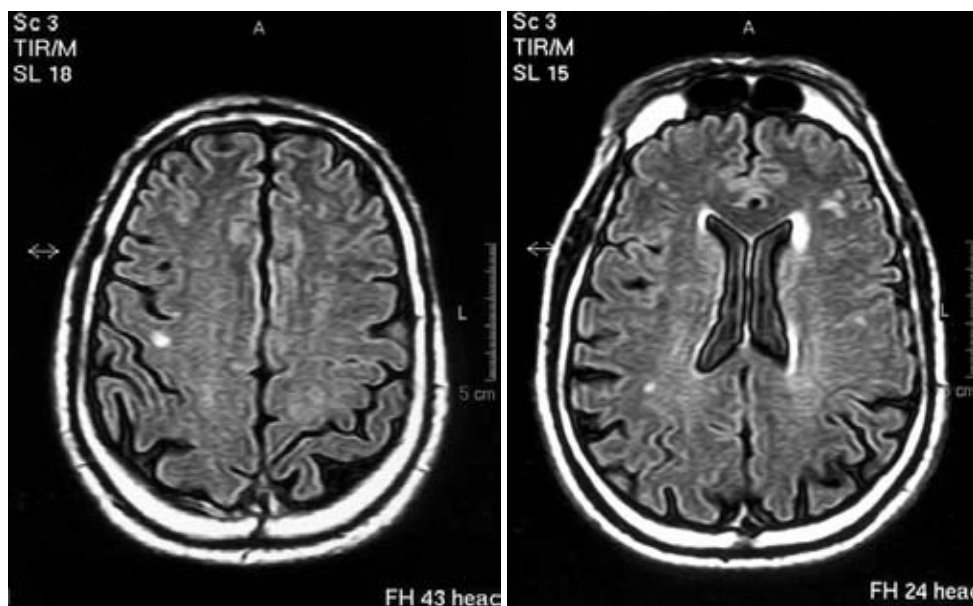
IRM que reporta datos de eventos vasculares cerebrales isquémicos anteriores pequeños, localizados en lóbulos parietales de ambos hemisferios.
